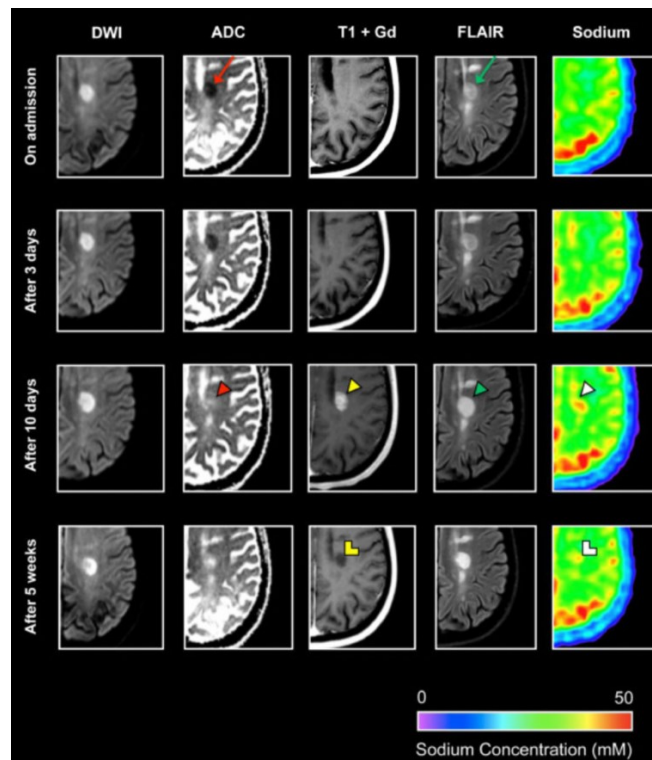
MRI, pesate su differenti parametri, utilizzate nello studio longitudinale di pazienti con MS recidivante remittente. Eisele et al., 2019
